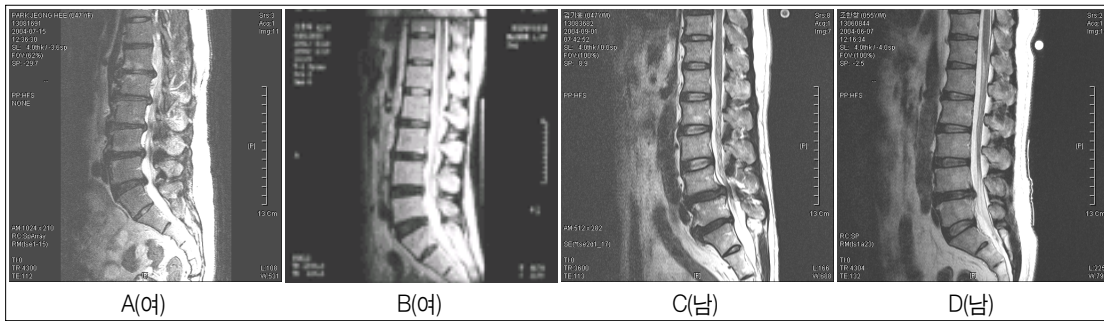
MRI 좌우면으로 본 각 대상자의 영상 사진
